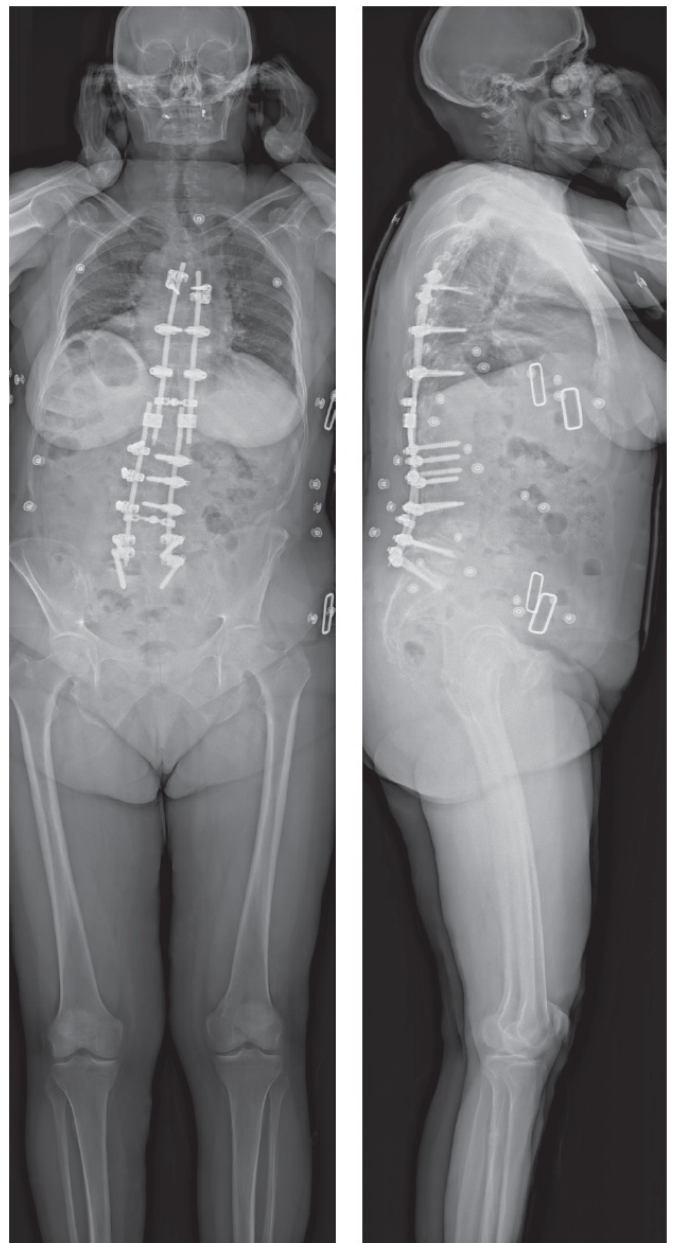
Рентгеновский снимок, полученный с помощью системы EOS (после операции)
